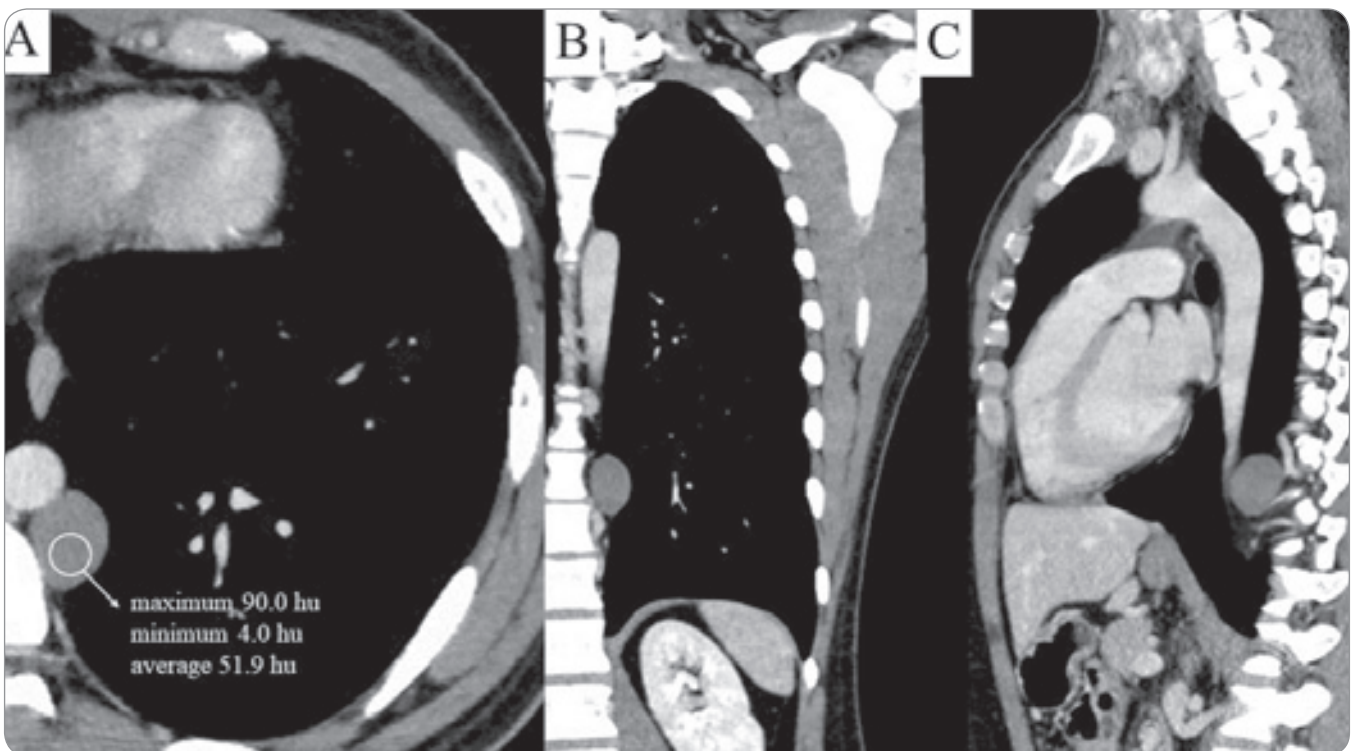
Chest CT scan shows a smooth margin heterogenous nodule with 3 cm in diameter in the posterior mediastinum: transverse view (A), coronal view (B), sagittal view (C).
